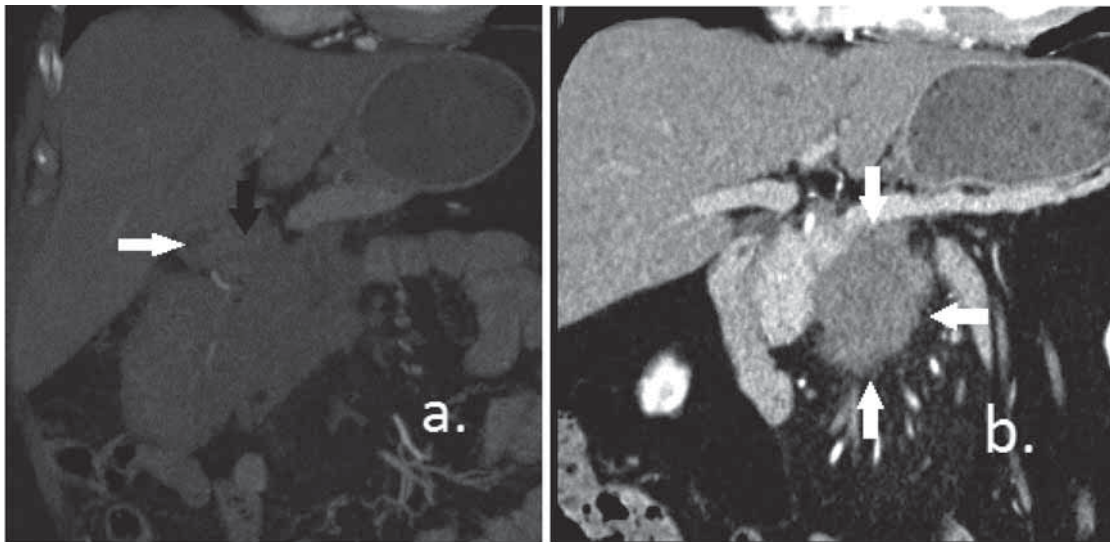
МСКТ. Мультипланарная реконструкция. Корональная плоскость: а – нативное исследование; образование интимно прилежит к антральному отделу желудка (черная стрелка); просвет антрального отдела желудка (белая стрелка); б – портальная фаза контрастирования; визуализируется гиповаскулярное образование (стрелки) относительно паренхимы поджелудочной железы, прорастающее в поджелудочную железу в области головки
